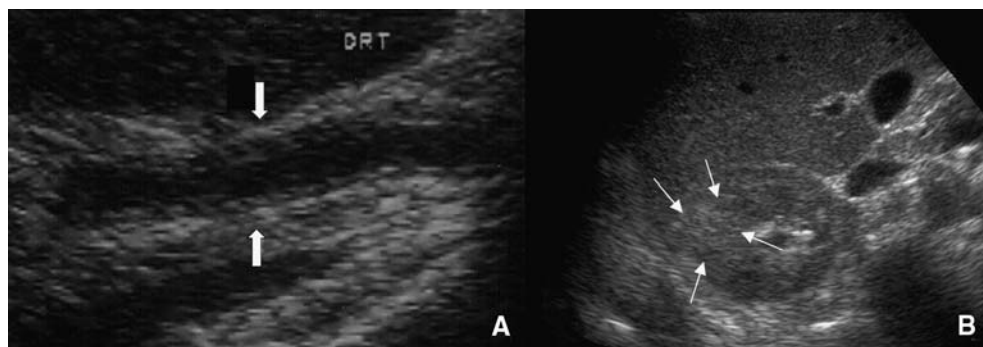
Échographie en cas de pyélonéphrite.
